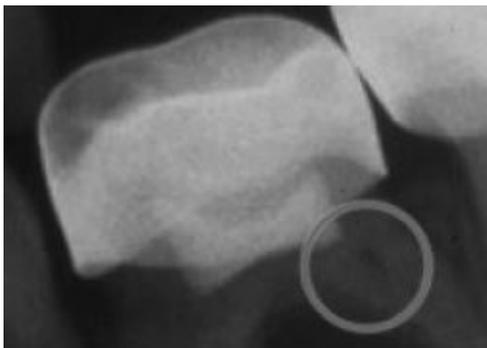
⁸⁶ toma de radiografía
